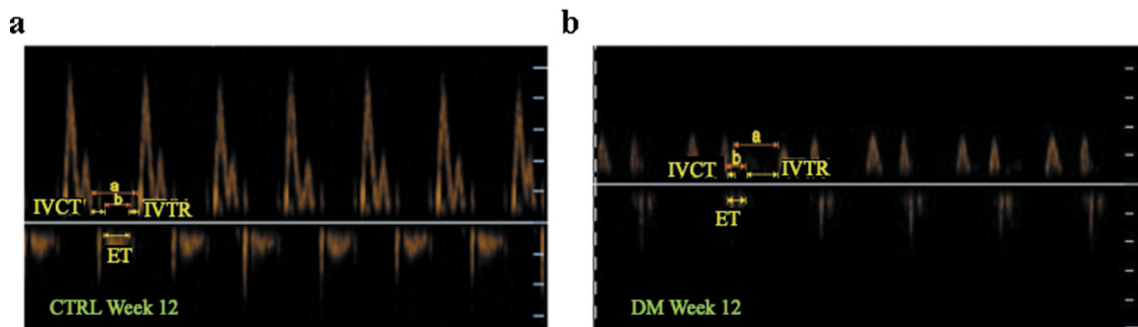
Mitral valve flow obtained by pulsed Doppler and Tei index. Representative image at week 12 of the control group (a) and the diabetic group (b). We observed an increase in the Tei index in the DM group, which was absent in the control group.
